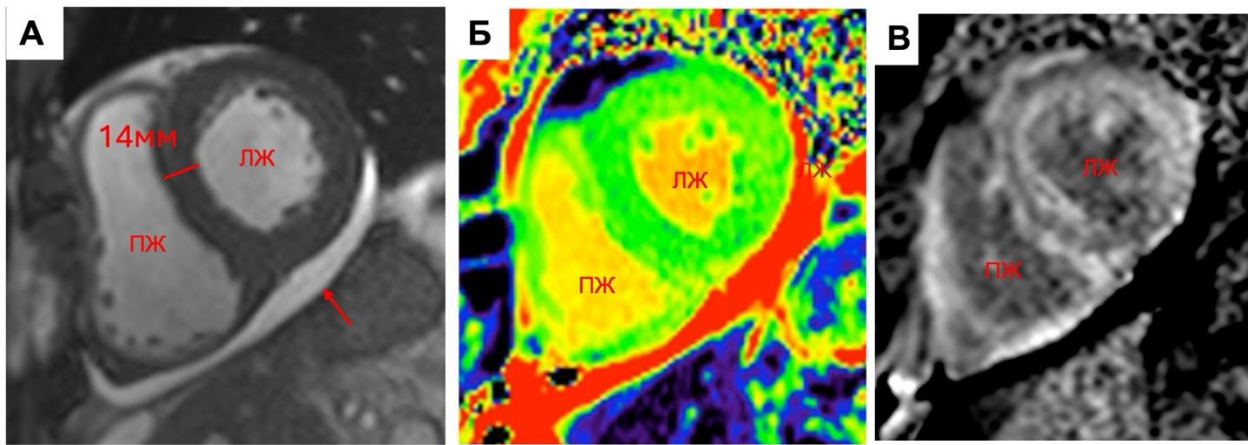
Клинический пример, пациент К. 59л с ЖЭС и признаками сердечной недостаточности III ФК NYHA, МРТ сердца, короткая ось: А - кино-последовательность (диастола), отмечается симметричная гипертрофия левого желудочка до 15 мм, жидкость в полости перикарда (стрелка); Б – карта T1, отмечается увеличение времени релаксации T1 более 1200 мс; В – на изображениях отсроченного контрастирования визуализируется LGE, характерный для амилоидоза.
